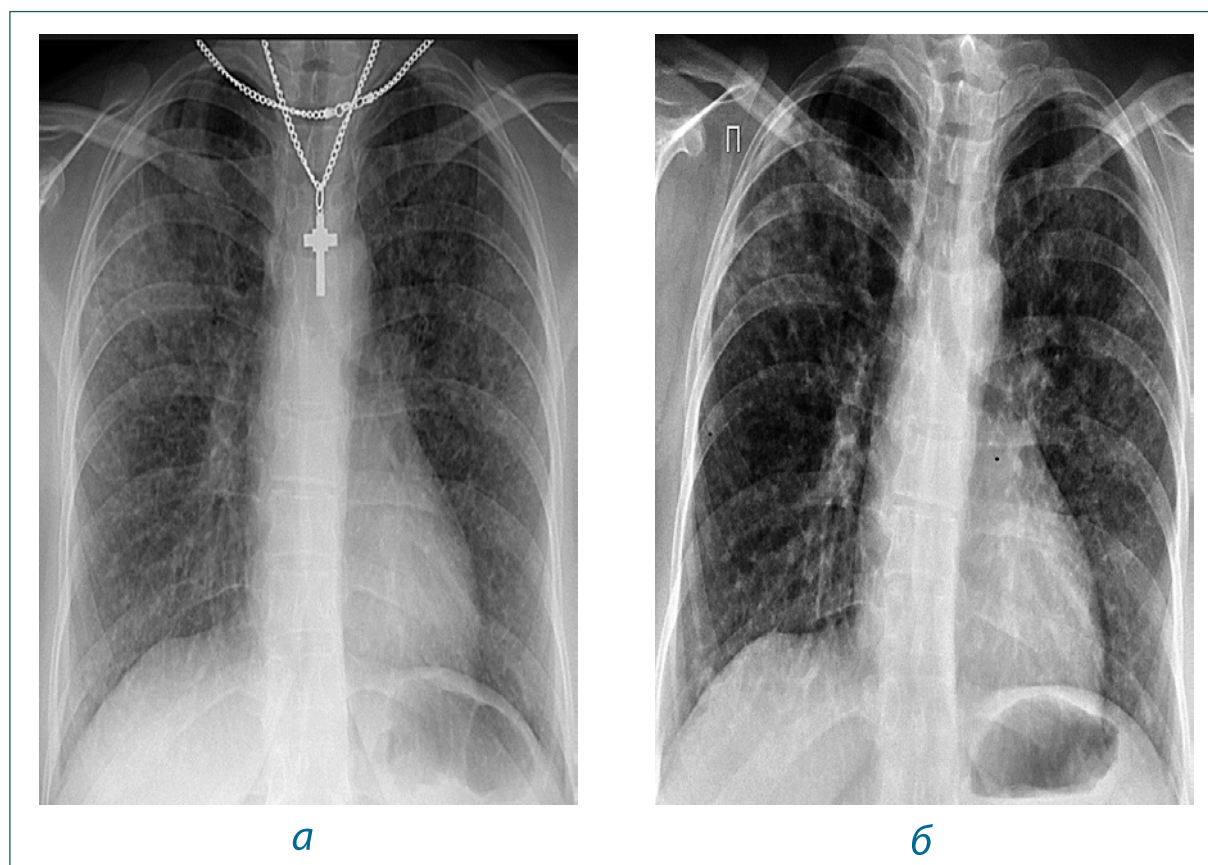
Результаты рентгенологического обследования пациентки К. при выявлении изменений в легких: а – флюорограмма от 17.06.2020 г., б – обзорная рентгенограмма от 30.06.2020 г.
